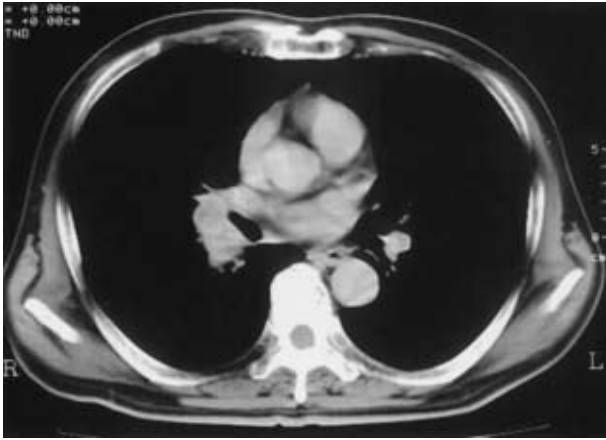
Chest CT scan taken on January 18, 2001 revealed a mass in the right hilum.
